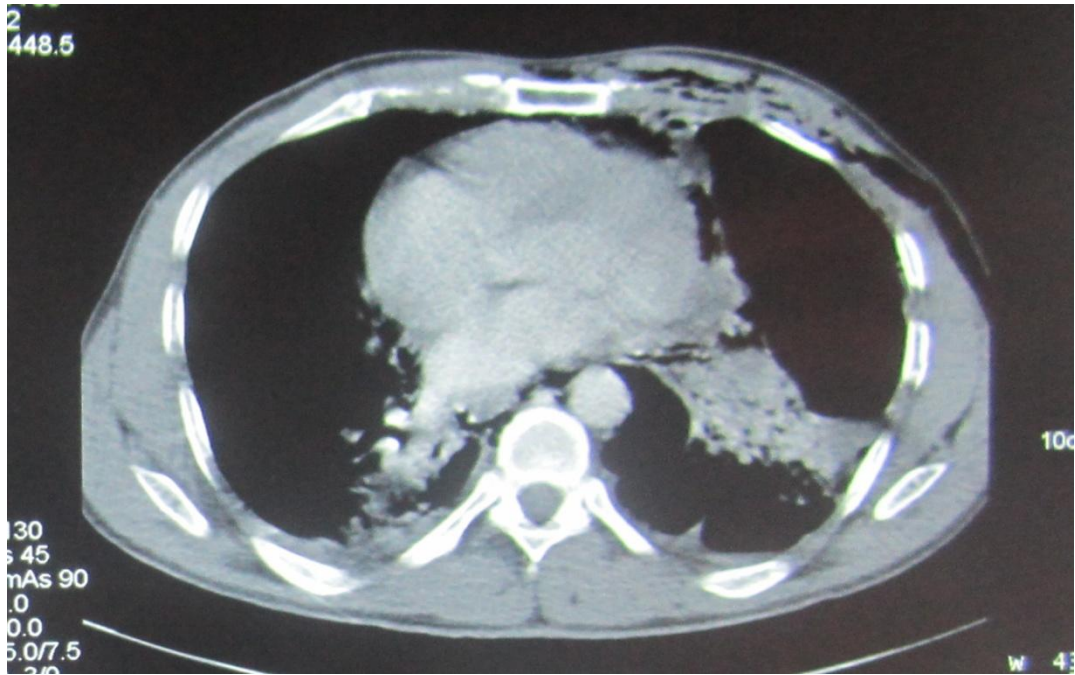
TDM : Pneumothorax gauche cloisoné
